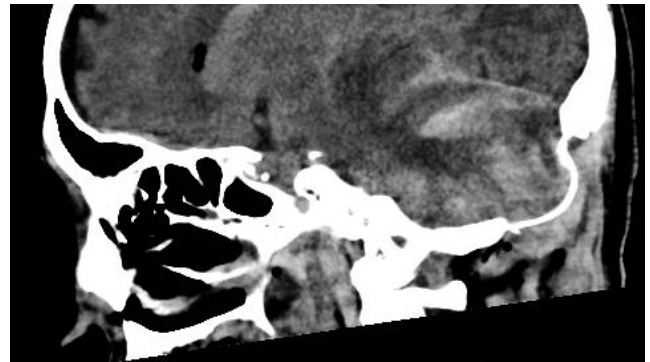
頭部矢状断 CT では、小脳全体にびまん性出血が見られる
